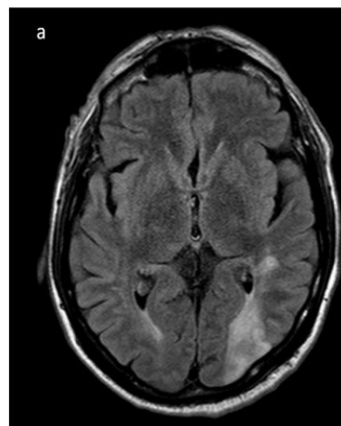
Obraz MRI sugerował zapalenie naczyń mózgowych; zalecono sterydoterapię
